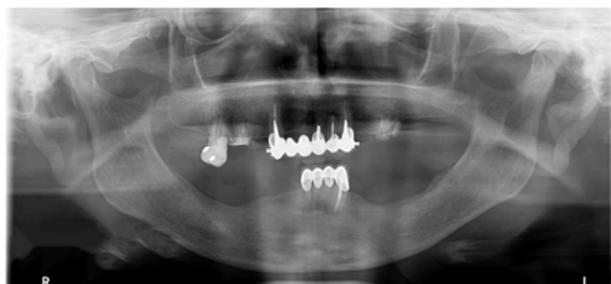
Radiografia panorâmica realizada após o término do tratamento reabilitador.
